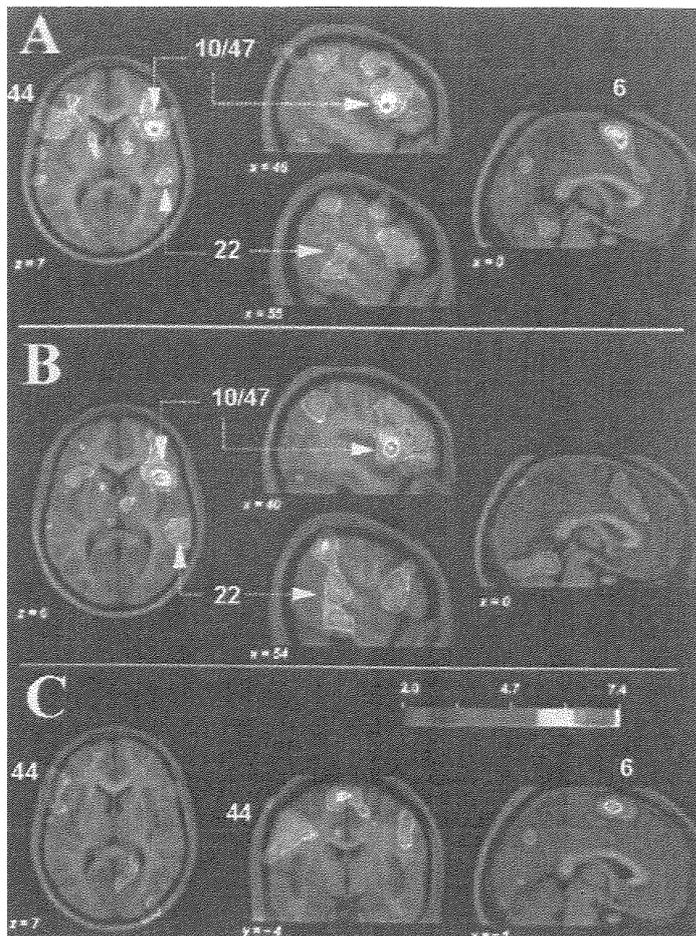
Imagens geradas através do exame PET de ativação controlada de áreas corticais (indicadas em números de acordo com o mapa de Brodmann) para escuta e imaginação de conteúdos musicais, mostrando cortes sagitais (coordenadas x), coronais (coordenadas y) e horizontais.
